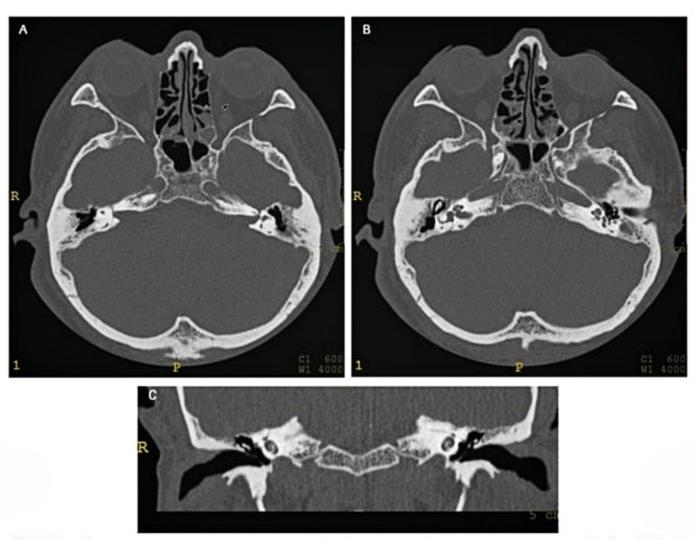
Fratura transversal no osso temporal direito. TC axial (A e B) e coronal (C). Observar a fratura que se estende ao fundo do conduto auditivo interno, acomete o vestíbulo, a cóclea e a porção labiríntica do nervo facial.
